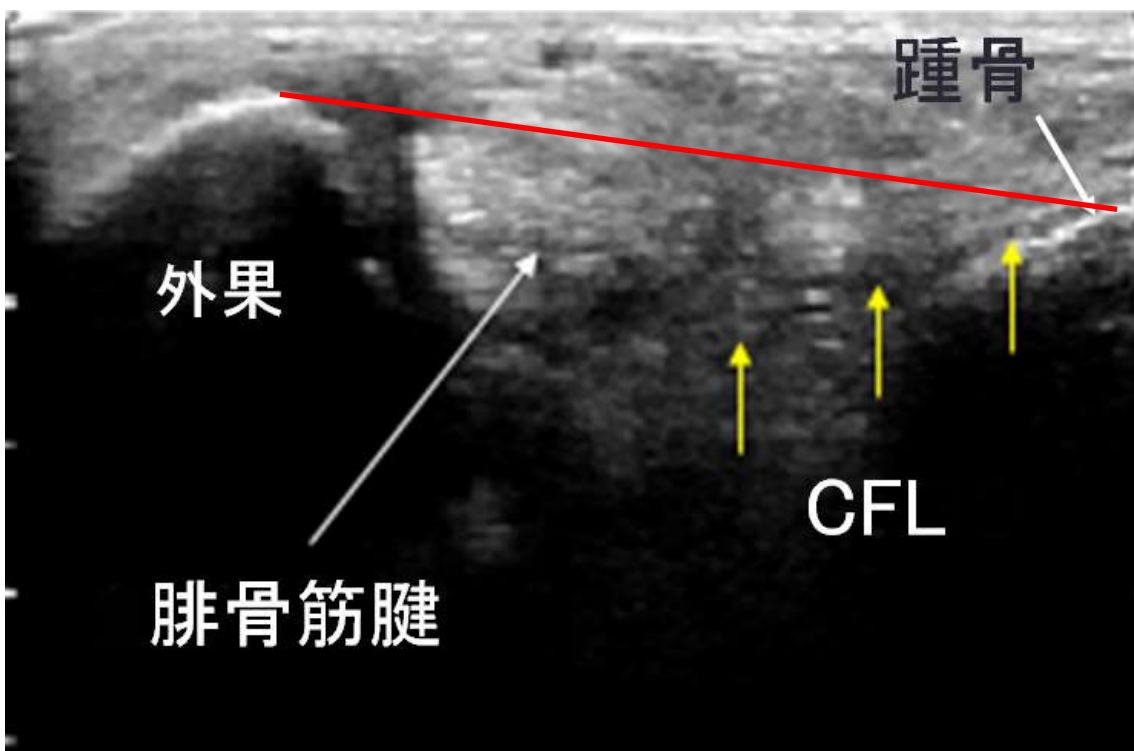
踵骨を回外させた時の超音波画像(不全例)
